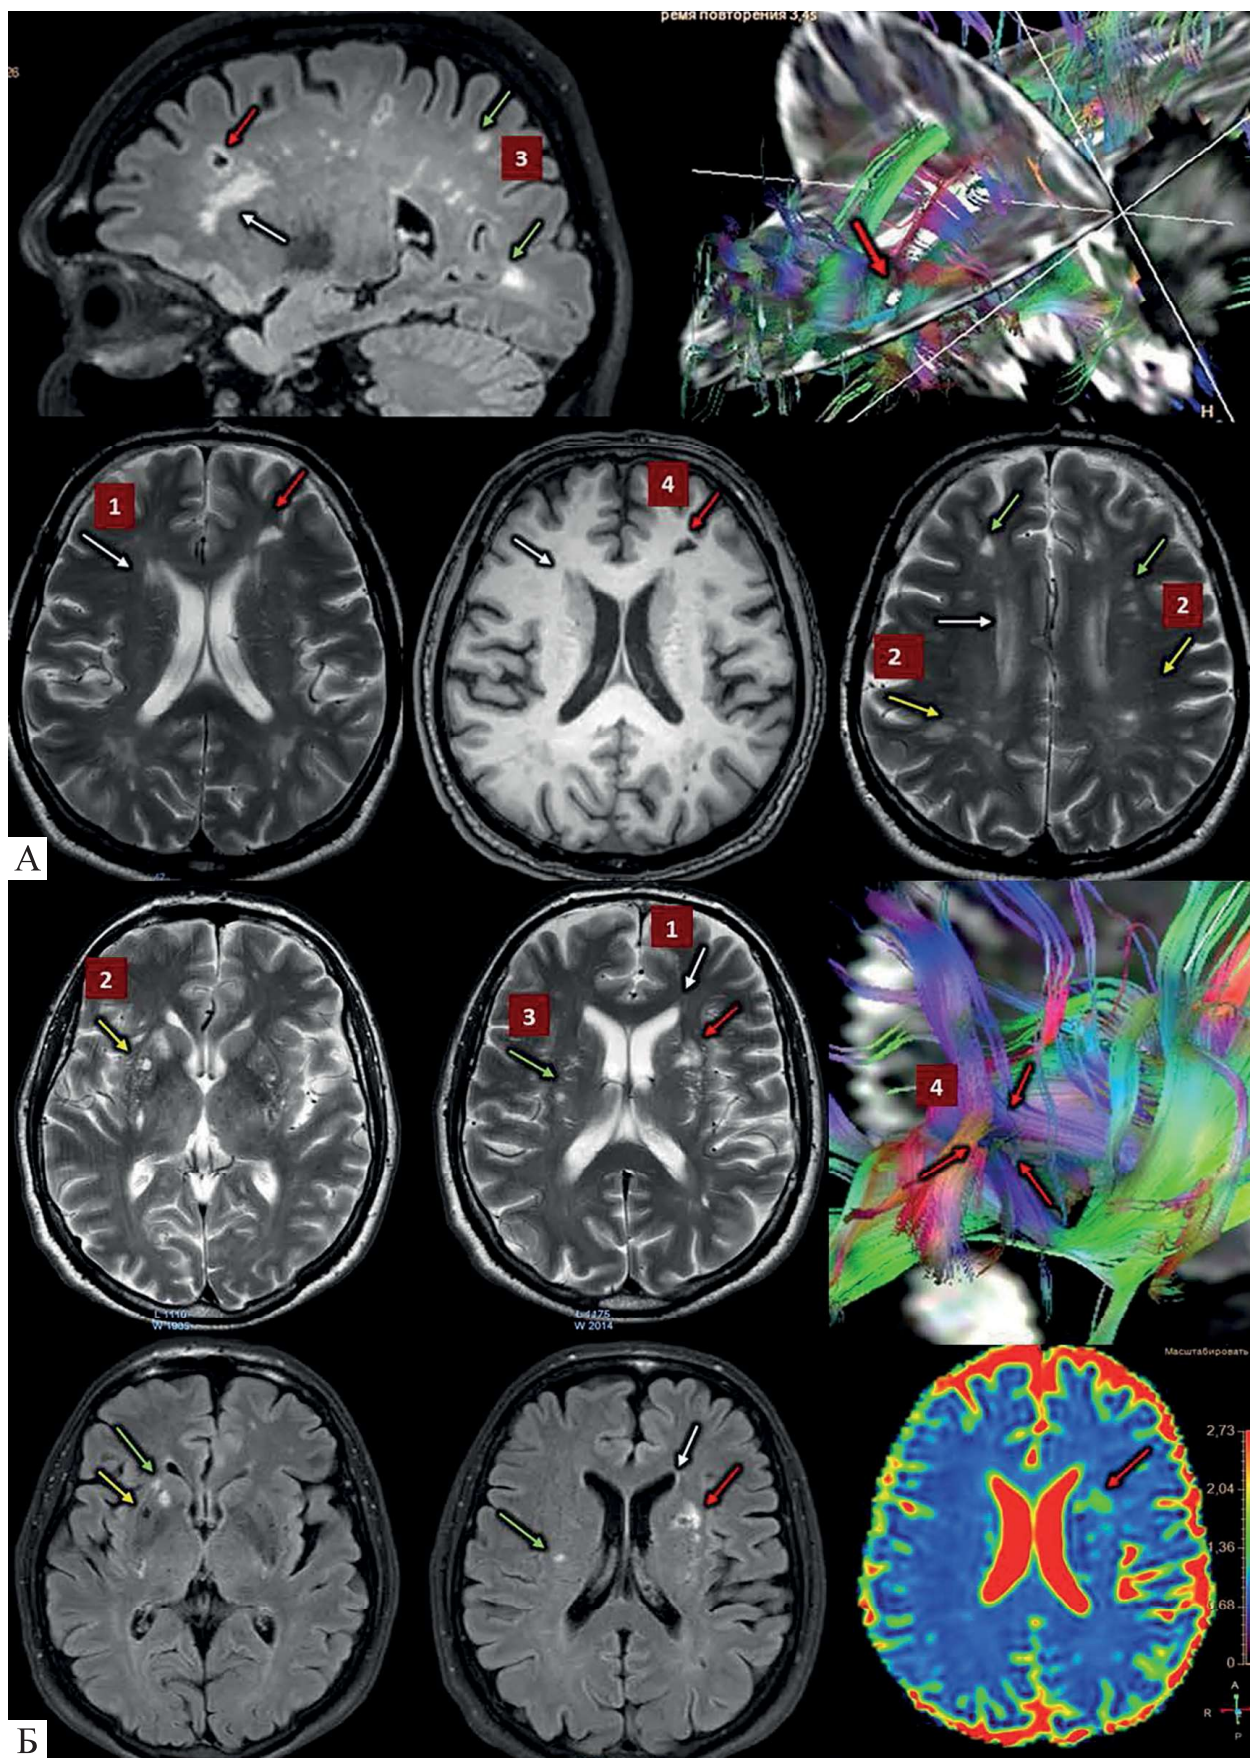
МРТ: T_2WI , T_1WI , FLAIR Sense, DWI, DTI fiber trac: А – пацієнтки Б., 54 р. (тривалість захворювання на АГ – 13 р.), Б – пацієнта Л., 66 р. (тривалість захворювання на АГ – 35 р.)
